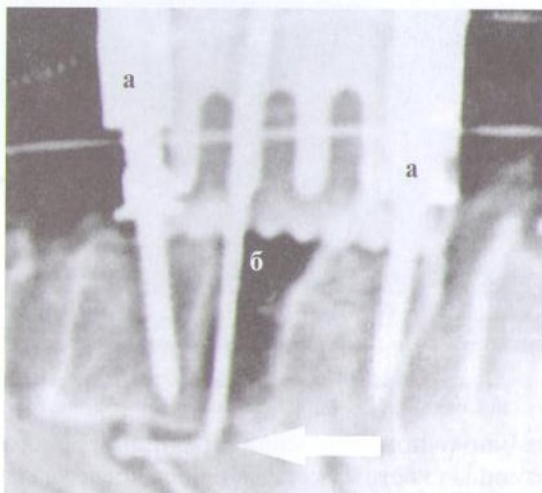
Интраоперационная рентгенограмма этапа ревизии передней поверхности позвоночного канала с помощью пуговчатого зонда. Буквой а обозначены штанги дистрактора Каспара, буквой б — полость пораженного диска. Стрелкой показан пуговчатый зонд, введенный в позвоночный канал через полость диска.
